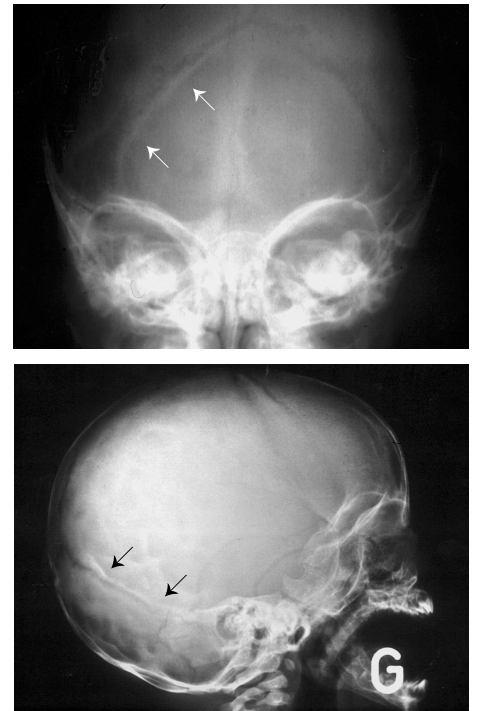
Radiographie du crâne en incidence de face et profil: les flèches soulignent la sclérose parasuturale qui borde une suture lambdoïde ouverte.
